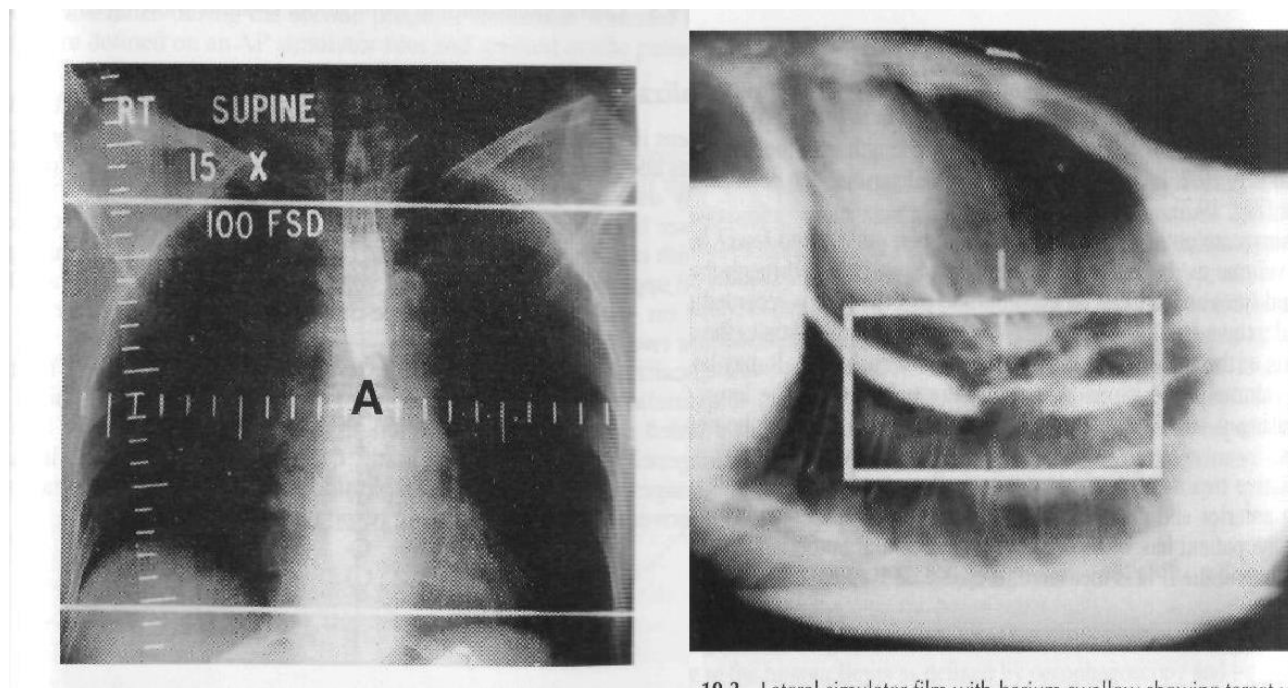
Пример рентгеновской симуляции при раке пищевода.
